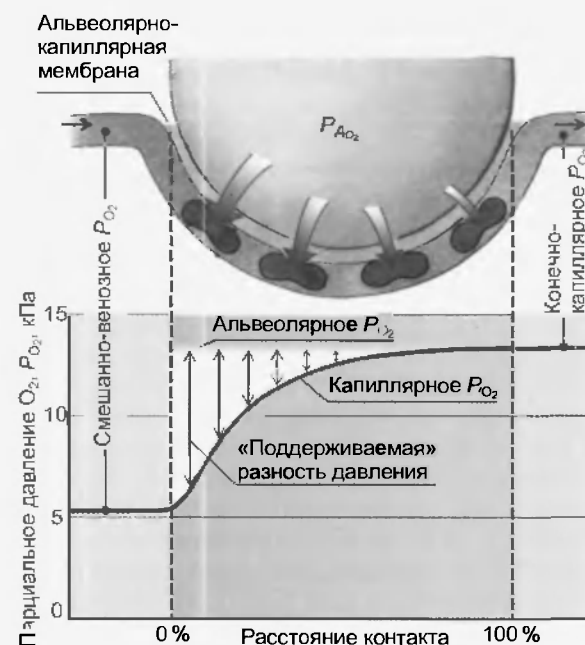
Поступление  $O_2$  из альвеоларного воздуха в кровь легочных капилляров. В начале капилляра «поддерживаемая» разность давлений высока, и большое количество  $O_2$  диффундирует через альвеоларно-капиллярную мембрану. Благодаря поступлению  $O_2$  в кровь увеличивается ее  $P_{O_2}$  вдоль капилляра, вследствие чего «поддерживаемая» разность давлений и диффузионный поток снижаются. Конечно-капиллярная артериальная кровь, покидающая капилляр, имеет практически то же самое  $P_{O_2}$  (и  $P_{CO_2}$ ), как альвеоларный воздух. Кривая капиллярного уравнения  $P_{O_2}$  проходит в нормальных условиях более отвесно, чем на представленном для пояснения рисунке. Усредненная альвеоларно-капиллярная разность  $P_{O_2}$  в норме равна примерно 1 кПа (см. текст)
